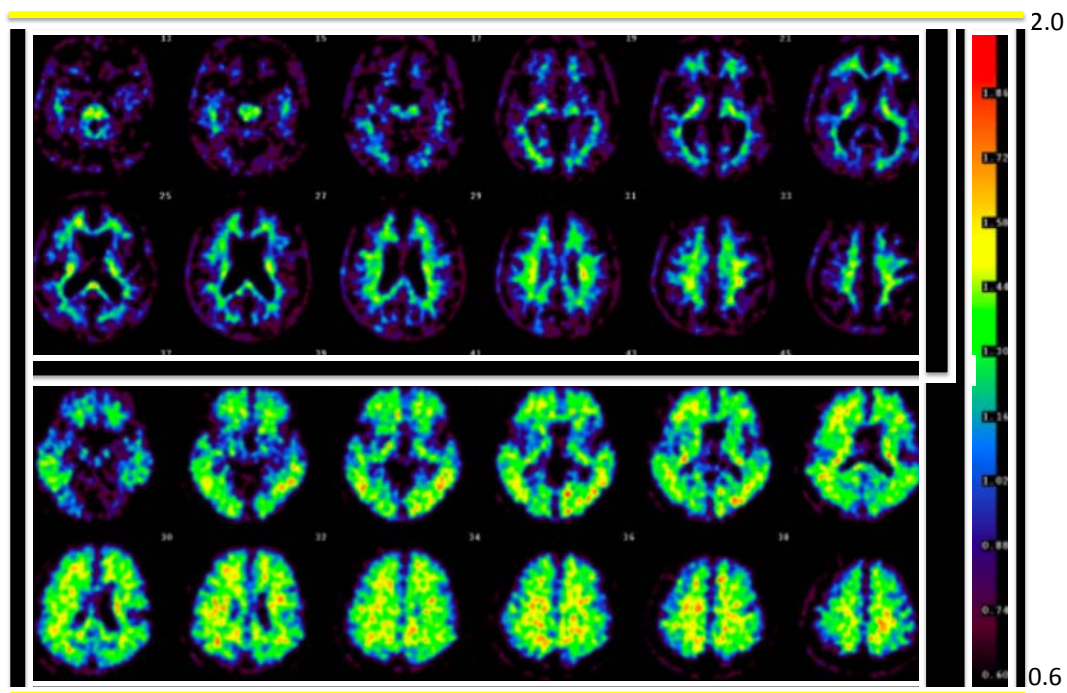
PET画像（ ^{18}F -AV45）によるAlzheimer病と正常対照者（HC）の比較（上段2段：HC，下段2段：AD）
